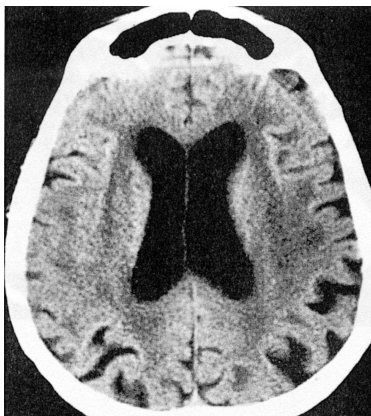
Image TDM d'une Maladie de Binswanger chez une femme de 70 ans, hypertendue sévère non traitée, qui présente une démence sous-corticale avec troubles de la mémoire et ralentissement intellectuel marqué, et qui avait présenté un accident ischémique transitoire avec déficit du MS droit, deux mois auparavant. Le scanner cérébral, dans une coupe passant par les ventricules latéraux, montre une zone d'hypodensité franche de la substance blanche paraventriculaire, bilatérale, plus marquée à gauche qu'à droite, s'étendant à gauche vers la corticalité et compatible avec le déficit récent. (d'après Fredy *et al.*, 39)
